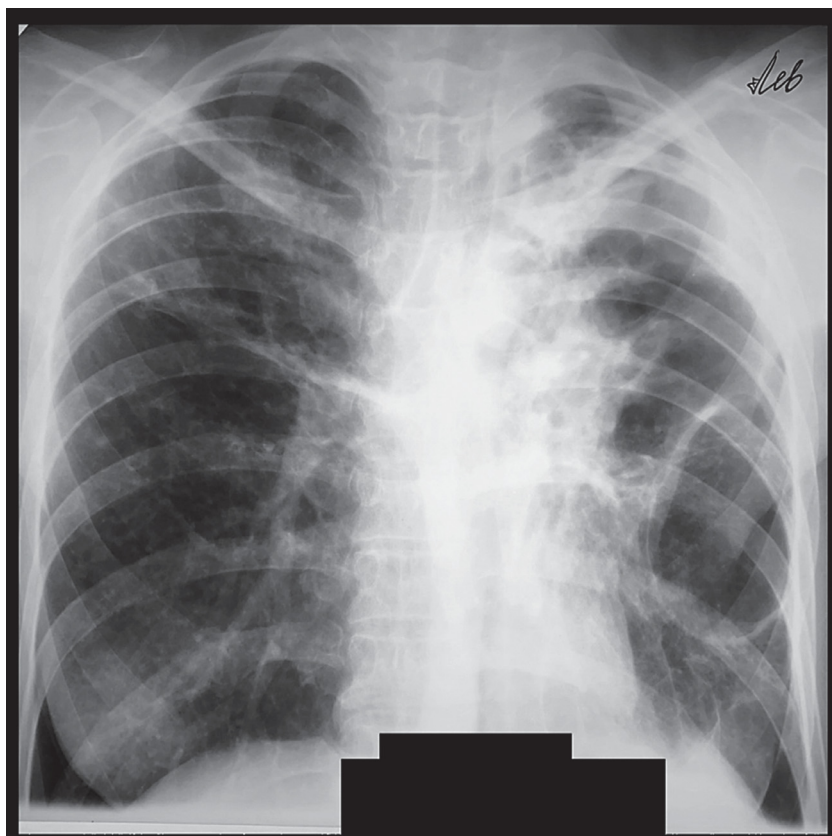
Рентгенограмма грудной клетки в прямой проекции, 8.11.2022.
